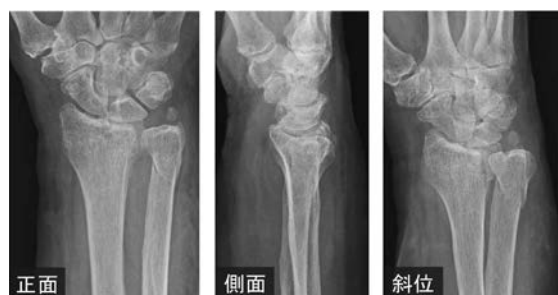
初診時単純X線。橈骨 AO23-C1, 尺骨 Biyani type 3 と診断。
